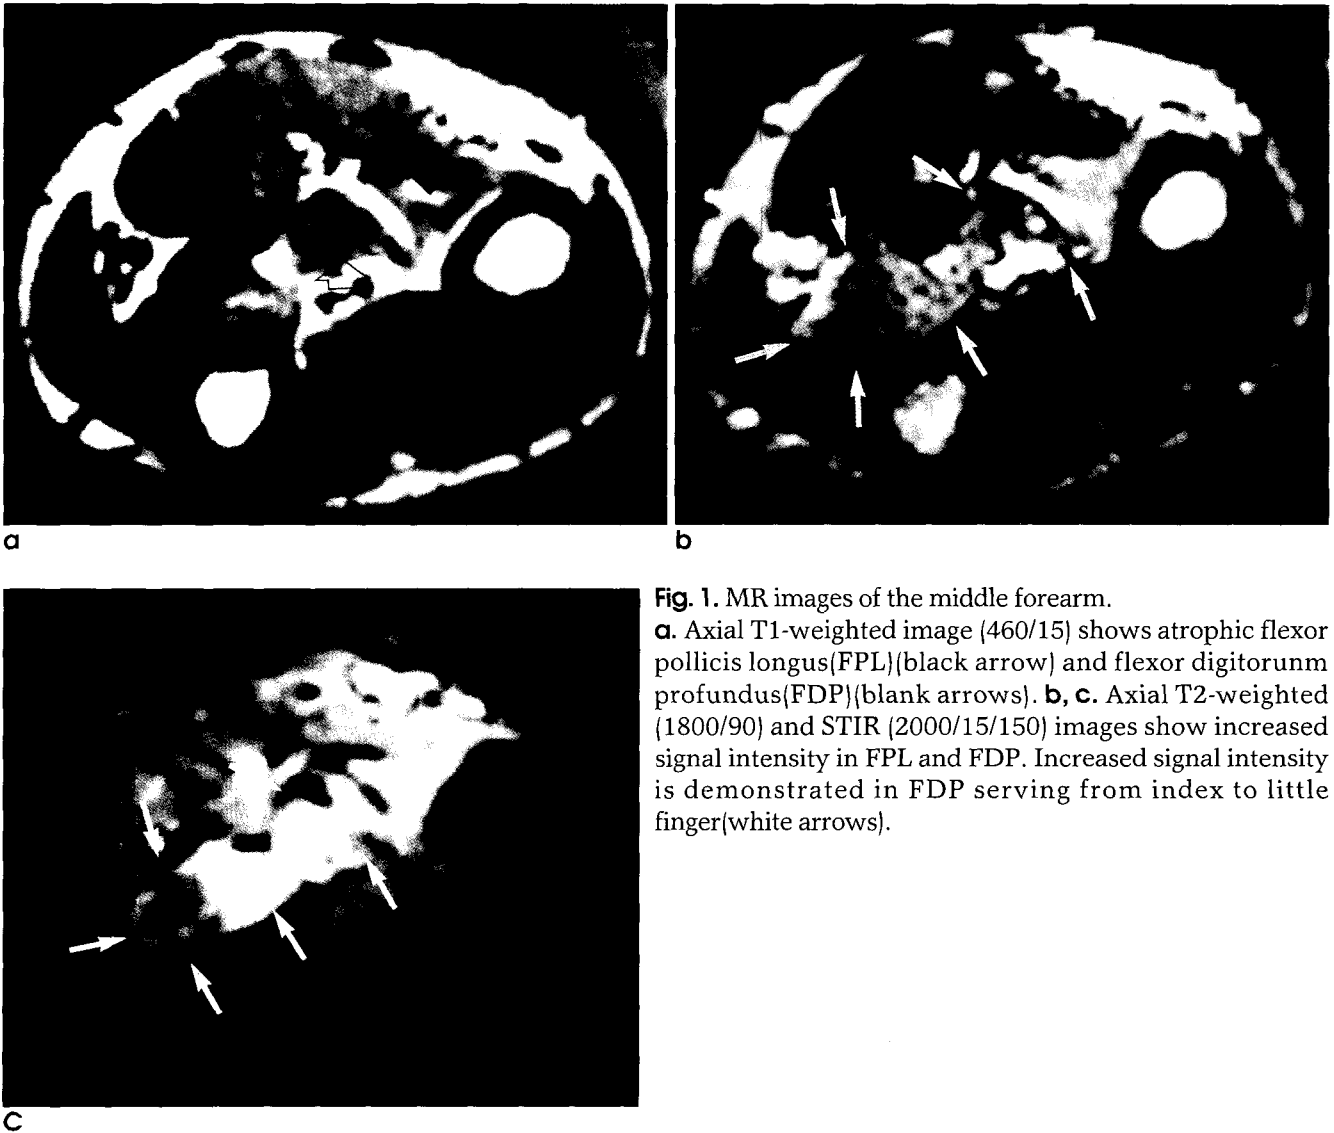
MR images of the middle forearm. a. Axial T1-weighted image (460/15) shows atrophic flexor pollicis longus(FPL)(black arrow) and flexor digitorum profundus(FDP)(blank arrows). b, c. Axial T2-weighted (1800/90) and STIR (2000/15/150) images show increased signal intensity in FPL and FDP. Increased signal intensity is demonstrated in FDP serving from index to little finger(white arrows).
